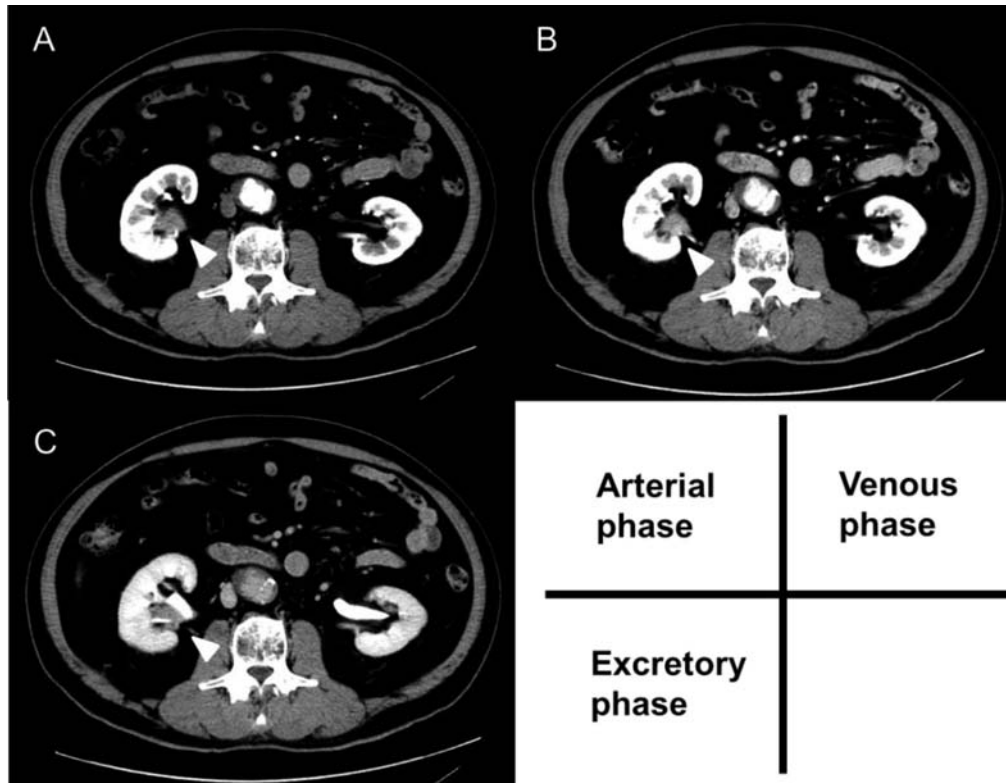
Dynamic computed tomography of the right renal pelvic tumor. A: Arterial phase showed a poorly enhanced mass in the right renal pelvis (white arrowhead). B: Venous phase showed the same (white arrowhead). C: Excretory phase showed the right renal pelvic tumor with contrast agent freely passing through it (white arrowhead).
